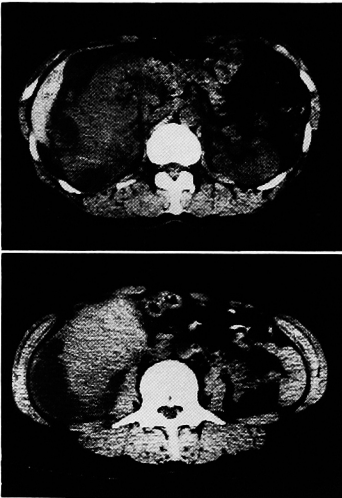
Abdominal CT. The right kidney is compressed forward by an adjacent giant tumor. A low-absorption area is seen in the tumor.
